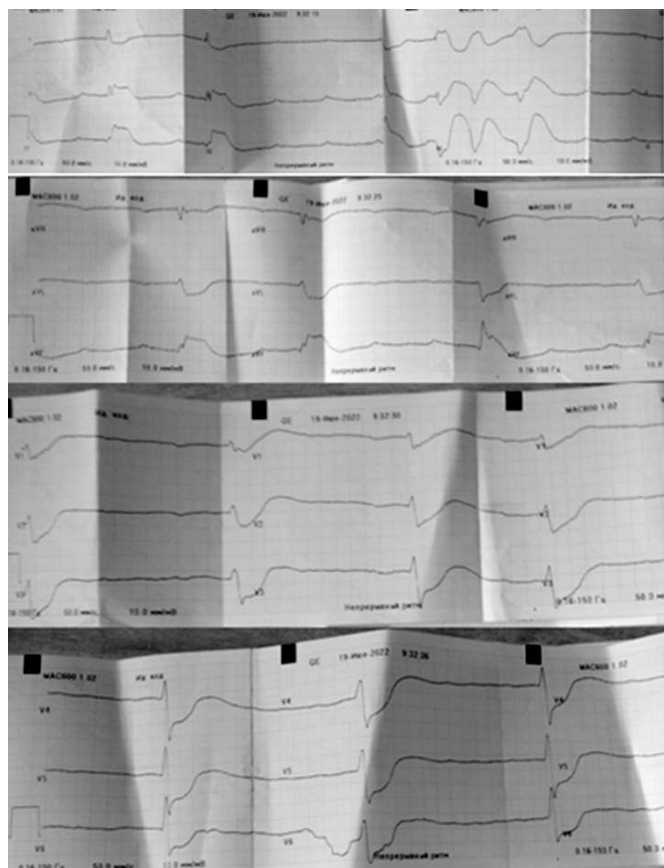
ЭКГ пациента В. 19.07.22 в 09 ч 27 мин в рентгеноперационной
